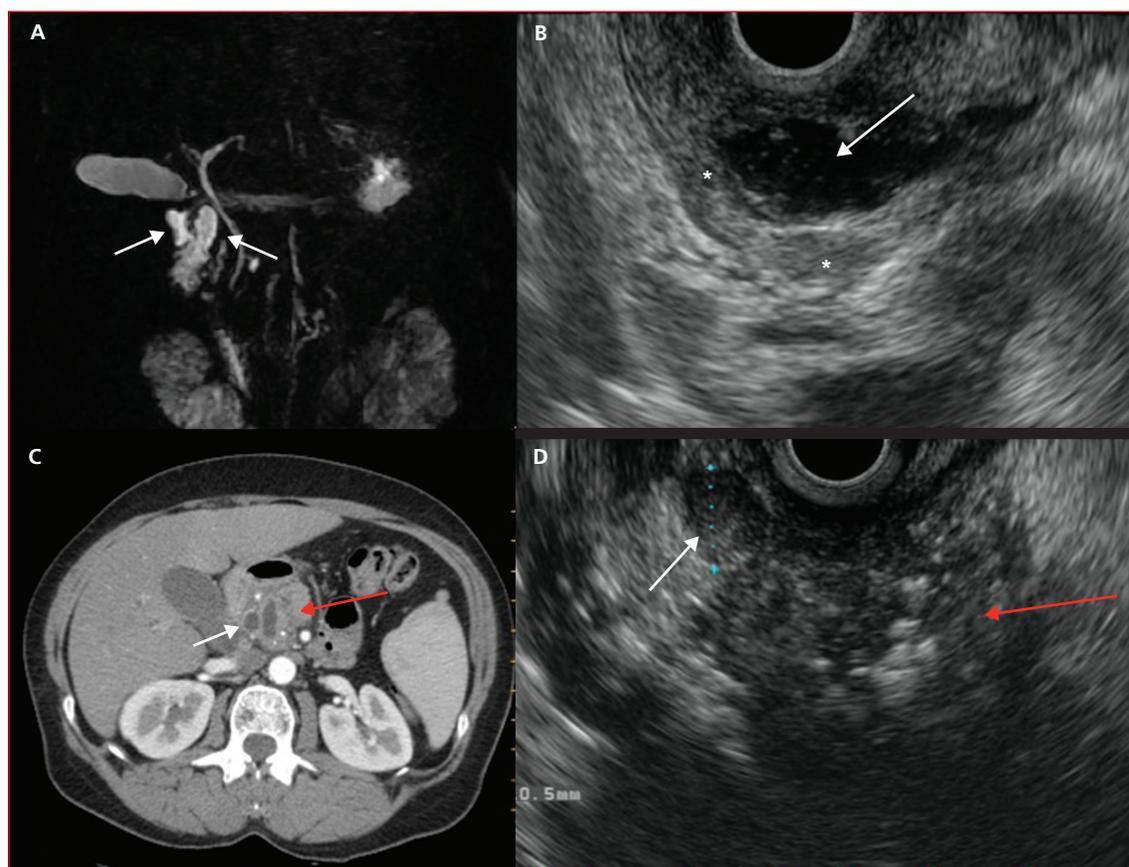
• Aspects en IRM, tomodensitométrie et échoendoscopie de pancréatites paraduodénales associées à une pancréatite chronique. A) Cliché de cholangio-pancréatographie IRM révélant une lésion kystique développée dans la paroi duodénale, quasi circonférentielle au niveau de la partie haute du deuxième duodénum (flèches blanches). B) Chez le même patient, image échoendoscopique (appareil sectoriel électronique, coupe passant par le genu supérieur) montrant la lésion kystique dans la paroi duodénale (flèche blanche) qui est significativement épaissie (astérisques blanches). C) Clichés de tomodensitométrie centrés sur la région duodéno-pancréatique avec lésions kystiques développées dans la paroi duodénale (flèche blanche) et lésions de pancréatite chronique calcifiante chez un patient alcoolique chronique (flèche rouge). D) Chez le même patient, images d'échoendoscopie avec coupe passant par le genu supérieur montrant les lésions de pancréatite chronique (flèche rouge) avec une lésion pseudo-kystique du sillon (flèche blanche).
